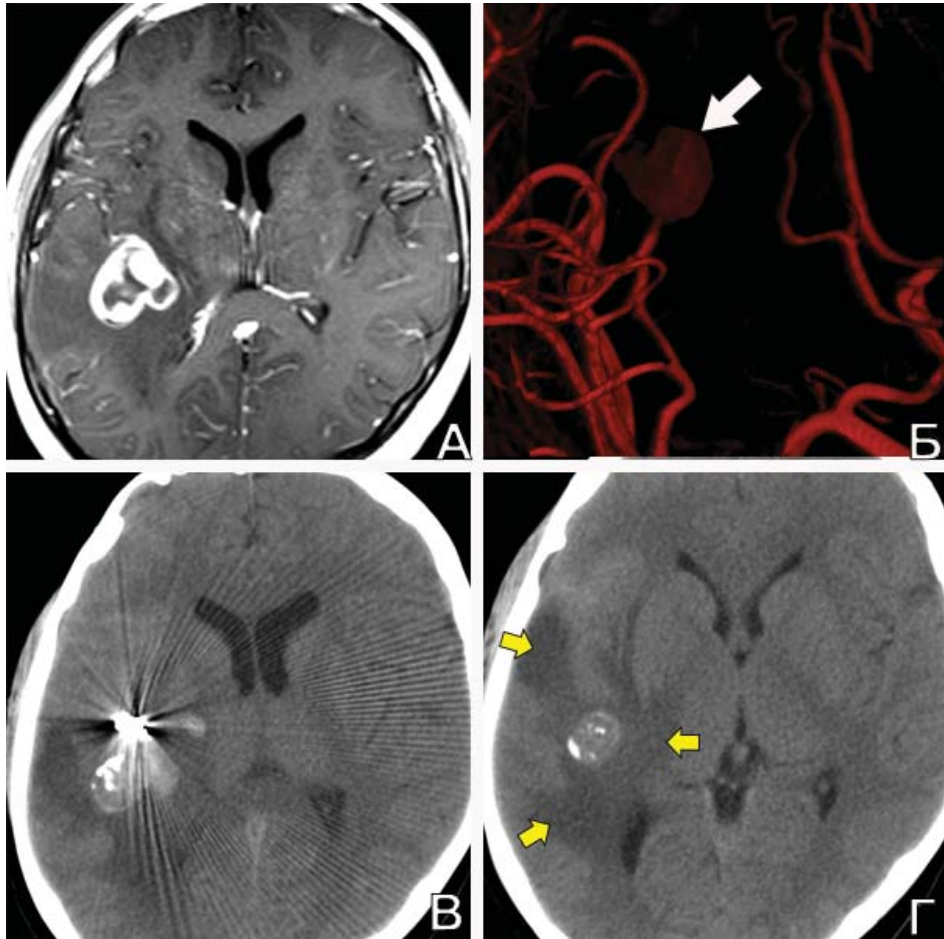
Эндоваскулярная проксимальная окклюзия спиральями ГА М3-сегмента СМА справа, осложнённая церебральной ишемией, у пациента К., 13 лет. А. МРТ с контрастным усилением до операции: определяется гигантская фузиформная ЧТА М3-сегмента СМА справа; Б. ЦАГ (3D) до операции: контрастируемая часть аневризмы указана стрелкой; В, Г. КТ головы п/о: отмечается увеличение зоны церебральной ишемии (указана стрелками)
